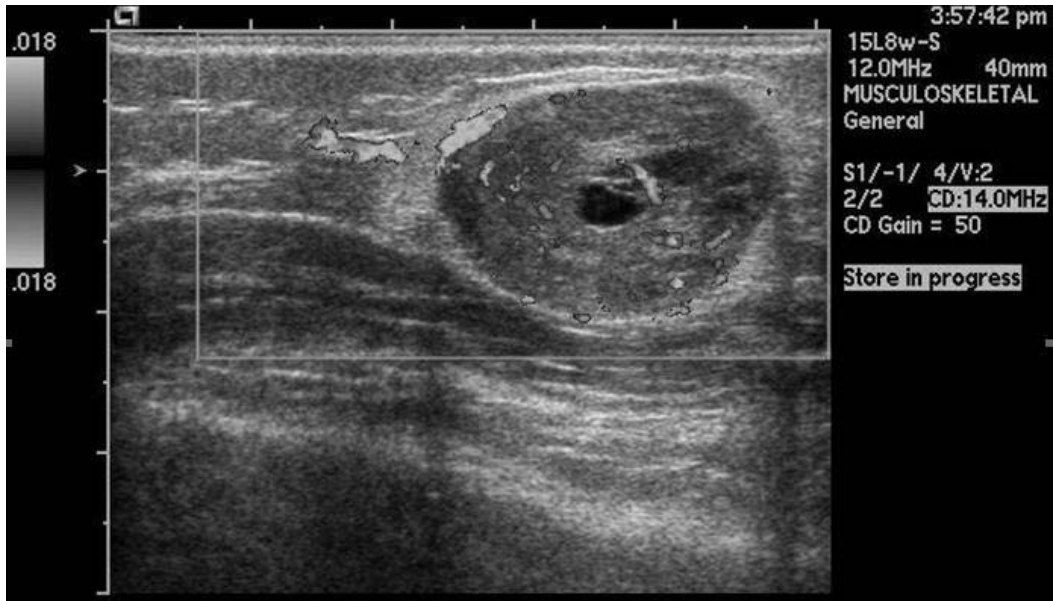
Initial ultrasonography shows suggestive necrotic lymphadenopathy in the superficial fat layer.
